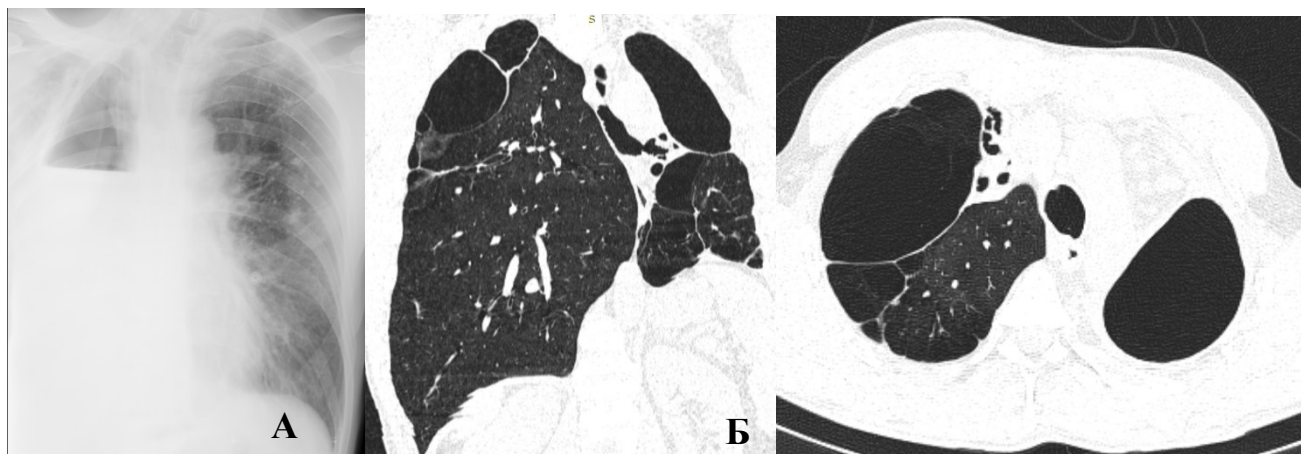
РГ (А) и МСКТ (Б) ОГК при поступлении
